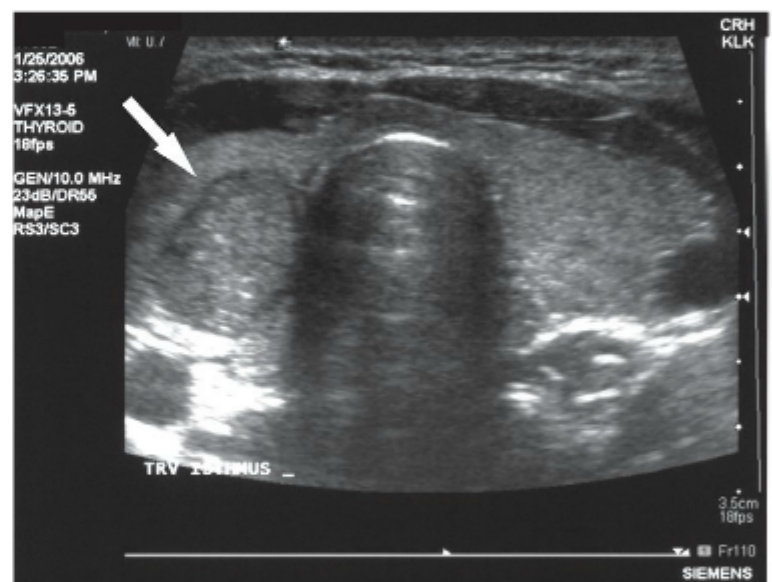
Ultrassonografia pré-operatória de nódulo único, sólido, homogêneo, dominante no lobo direito da tireoide (seta). Esses achados são suspeitos para malignidade, que foi confirmada pela operação.
